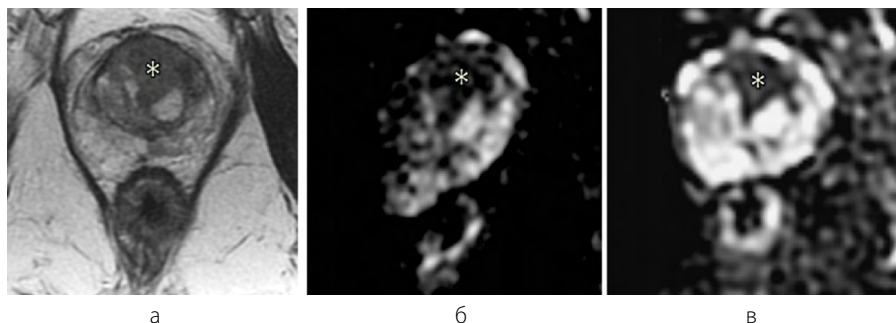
МРТ предстательной железы, аксиальная плоскость сканирования:
